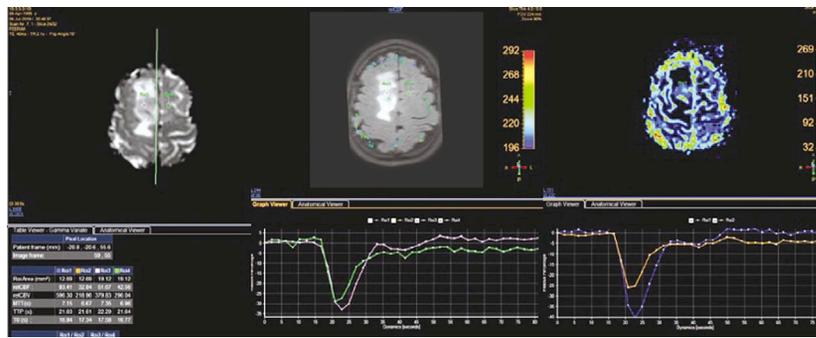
Контрастная МР-перфузия (PWI). Определяются умеренно повышенные характеристики скорости и объёма кровотока в ткани опухоли по сравнению с контролатеральной условной здоровой тканью головного мозга.
